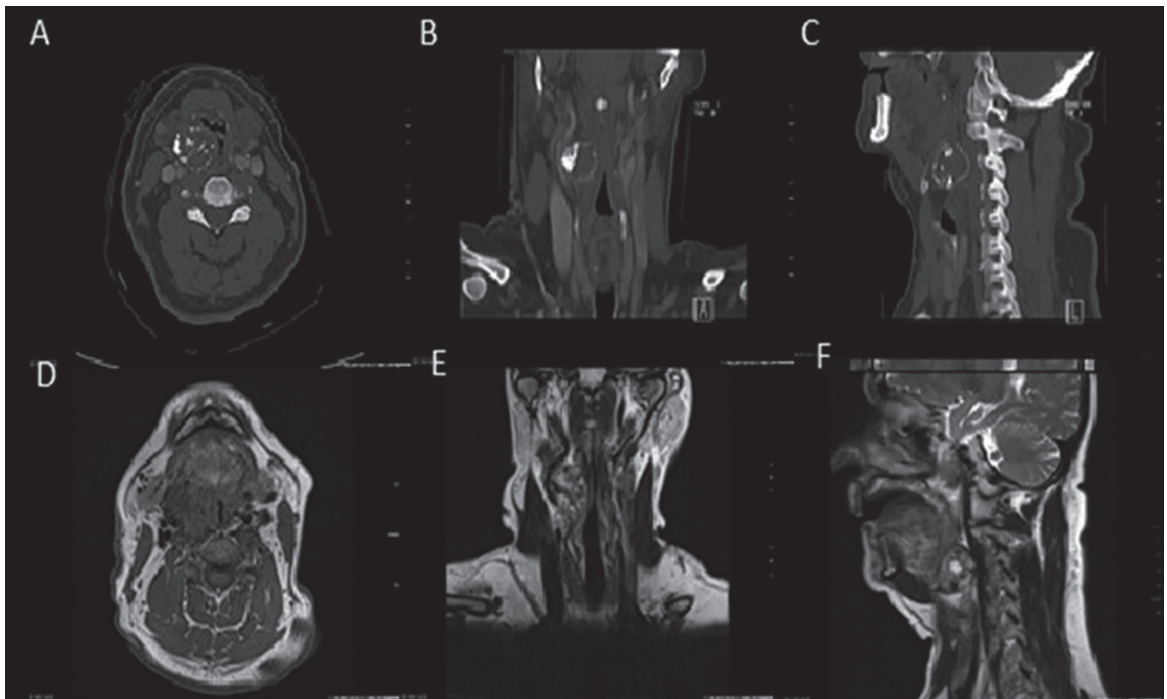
Imágenes del caso clínico. A, B y C) Cortes axial, coronal y sagital de lesión en TC. D, E y F) Cortes axial, coronal y sagital de lesión en resonancia magnética.
